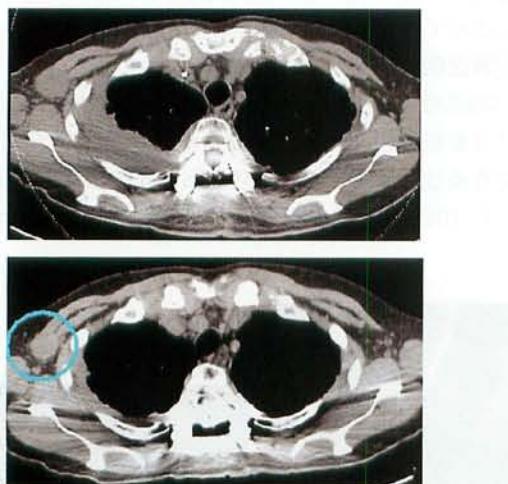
術後CTにて腋窩リンパ節の縮小傾向を認める。(上段: 術直後のCT、下段: 術後1ヶ月のCT)
